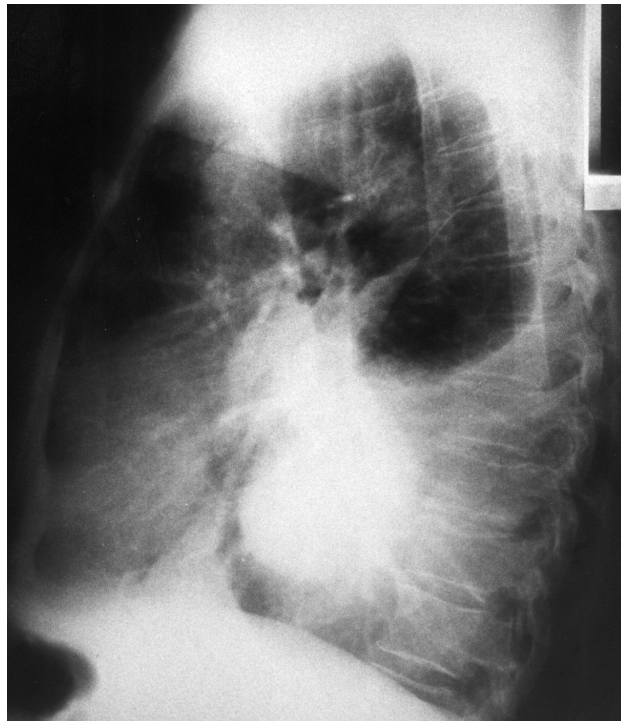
Radiografía lateral de tórax en la que se observa una masa de 11 cm en el mediastino inferior y un derrame pleural izquierdo.
